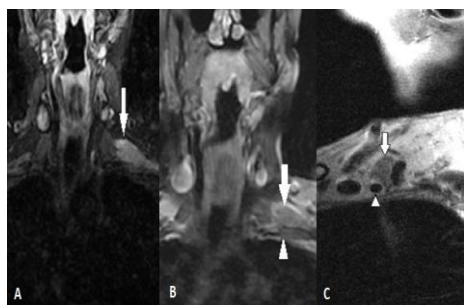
IRM en séquence STIR (A) et T2 (B) en coupe coronale et en séquence T2 en coupe sagittale (C) : masse sus claviculaire gauche (flèche) de limites finement irrégulières en hypersignal STIR et en hypersignal modéré T2 au contact de l'artère axillaire (tête de flèche) et envahissant les faisceaux du plexus brachial
